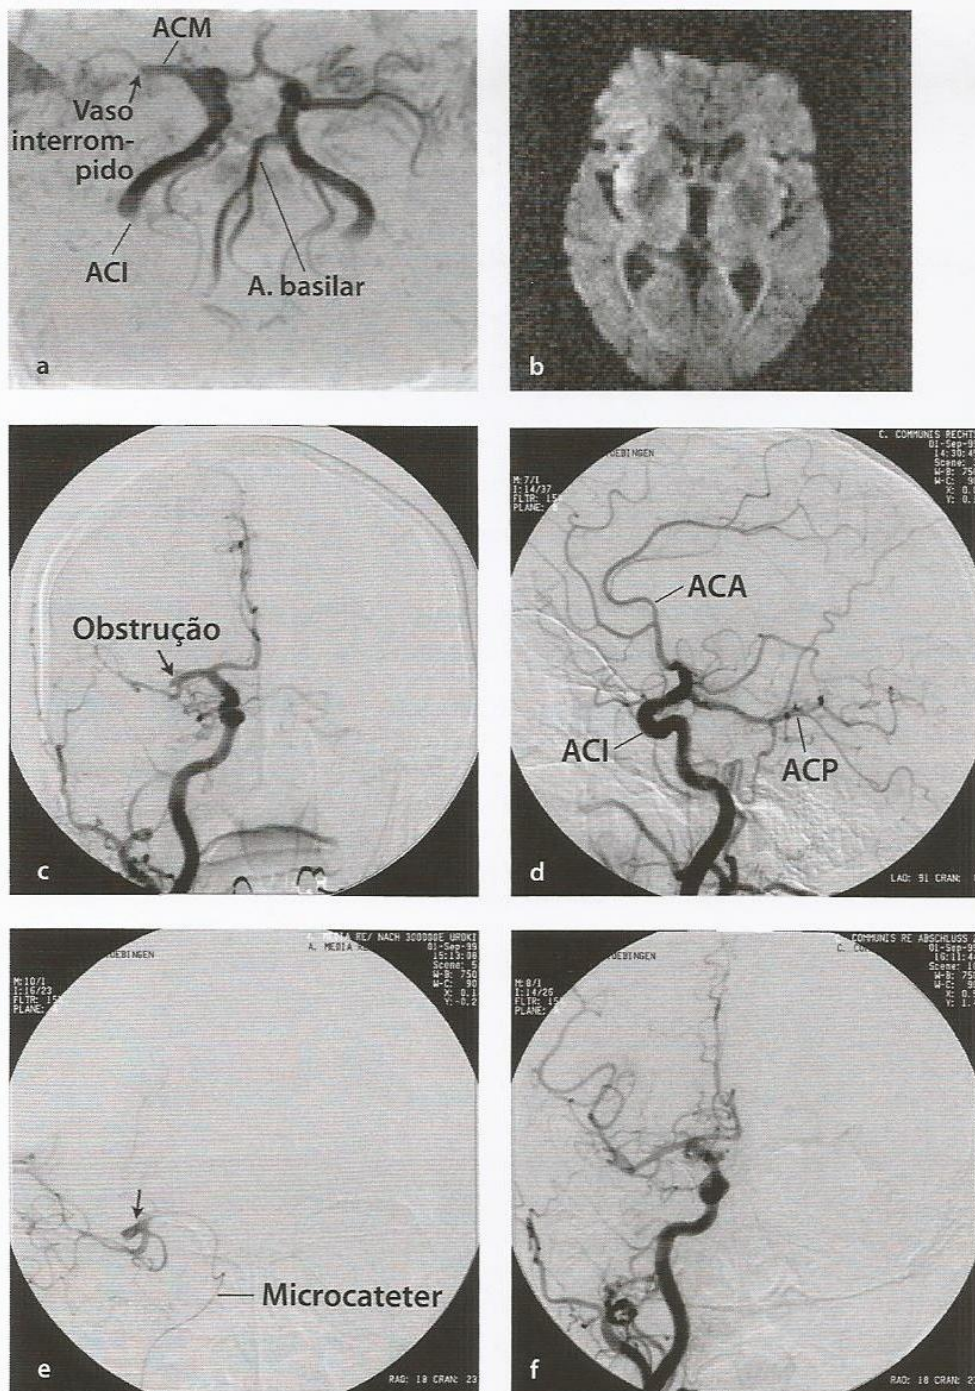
Trombólise da artéria cerebral média direita depois de obstrução trombótica aguda de seu tronco principal. a. Angiorressonância magnética (ARM) das artérias da base do crânio. A "amputação" da artéria cerebral média (ACM) direita indicava obstrução. b. RM ponderada por difusão. A imagem mostra apenas uma anormalidade discreta de difusão como uma área de hiperintensidade no córtex insular direito. Desse modo, não havia evidência conclusiva de lesão isquêmica irreversível (infarto). Angiografia de subtração digital intra-arterial nas projeções em A-P (c) e perfil (d) depois da injeção do contraste na artéria carótida comum direita. O tronco
